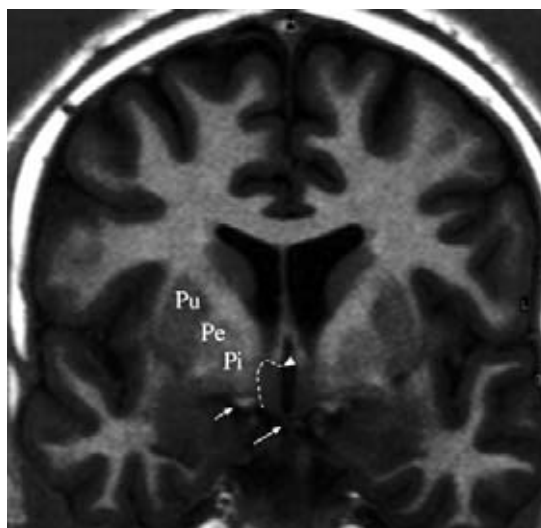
Hypothalamus im MRI
